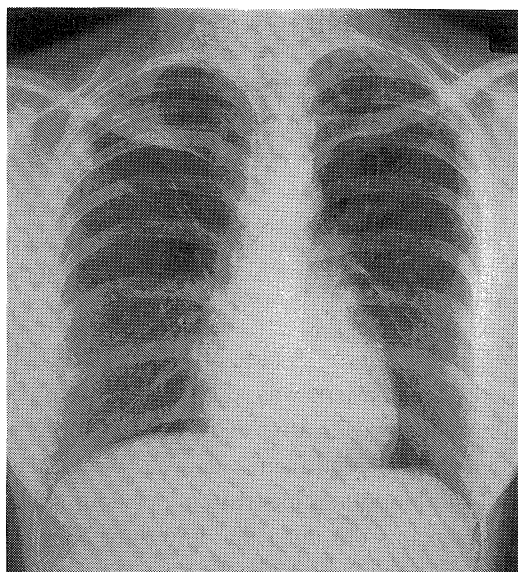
Chest roentgenogram on admission reveals irregular infiltrates in bilateral upper lung field.
